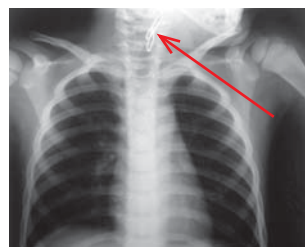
Обзорная рентгенограмма ребенка в возрасте 3 лет с инородным телом трахеи металлической плотности (канцелярская скрепка — указано стрелкой)
